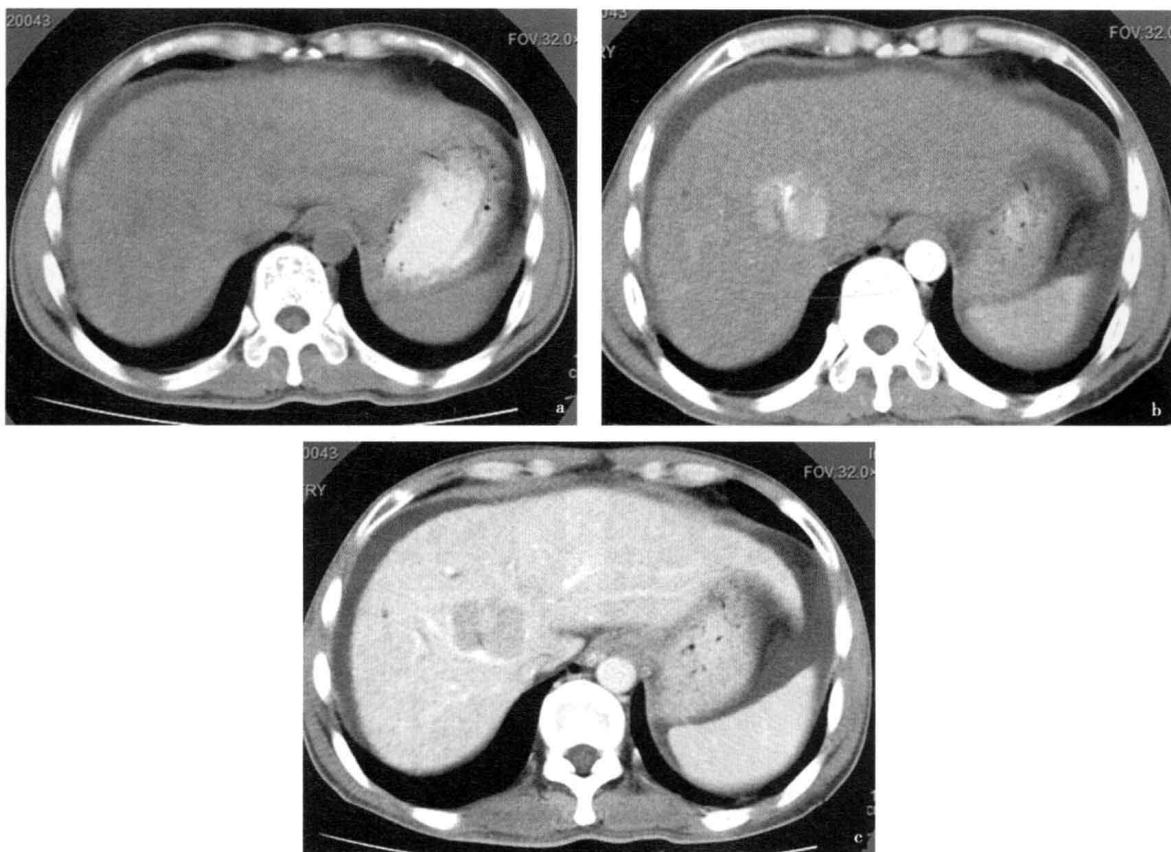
肝硬合并小肝癌 CT 增强多期扫描
